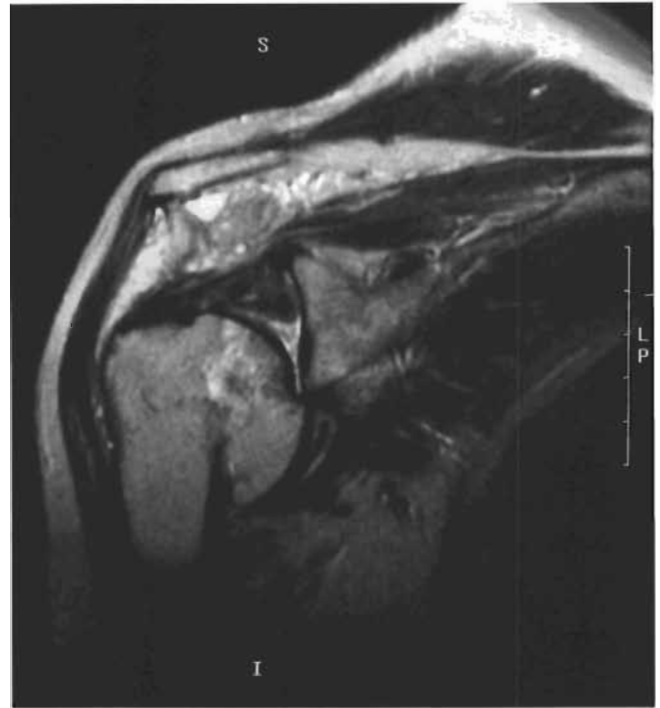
Resonancia magnética nuclear (RM) de una consolidación viciosa de una fractura de cuatro fragmentos. Además el manguito rotador estaba roto y atrofiado, y existía una necrosis avascular focal de la cabeza humeral.
